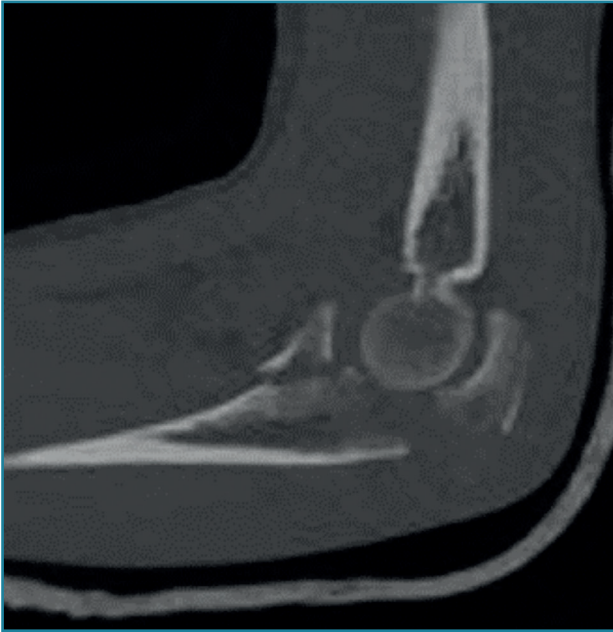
Corte sagital de tomografía computarizada que muestra una fractura de apófisis coronoides de tipo III de O'Driscoll o transolecraneana.
